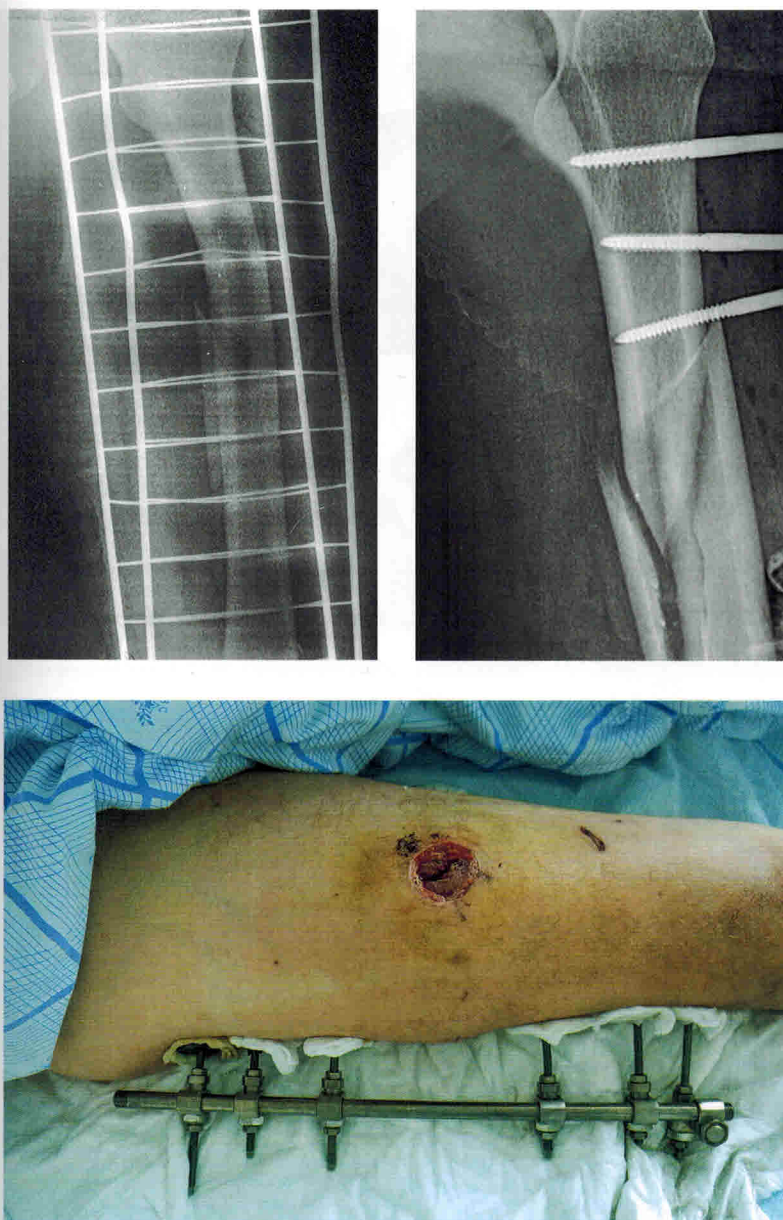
Рентгенограммы и внешний вид пациента с огнестрельным осколочным ранением средней трети бедра и переломом бедренной кости через трое суток после получения ранения (при повторной ХО выполнен перемонтаж АНФ, лечение раны с помощью ВАП)
